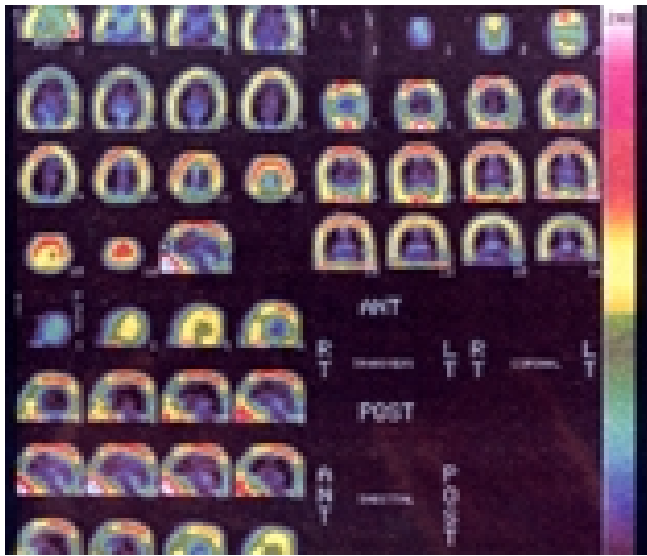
SPECT de cerebro con ^{99m}Tc -HMPAO, imágenes de tomografías con fallas técnicas. Paciente masculino de 45 años de edad, referido por cefalea frontal crónica agudizada. Se observa hallazgo de hiperperusión en el seno frontal en el corte sagital, con hiperperusión en músculos craneales, sin perfusión dentro de la cavidad craneal, similar al que se obtiene en los estudios con ^{99m}Tc -DTPA.
